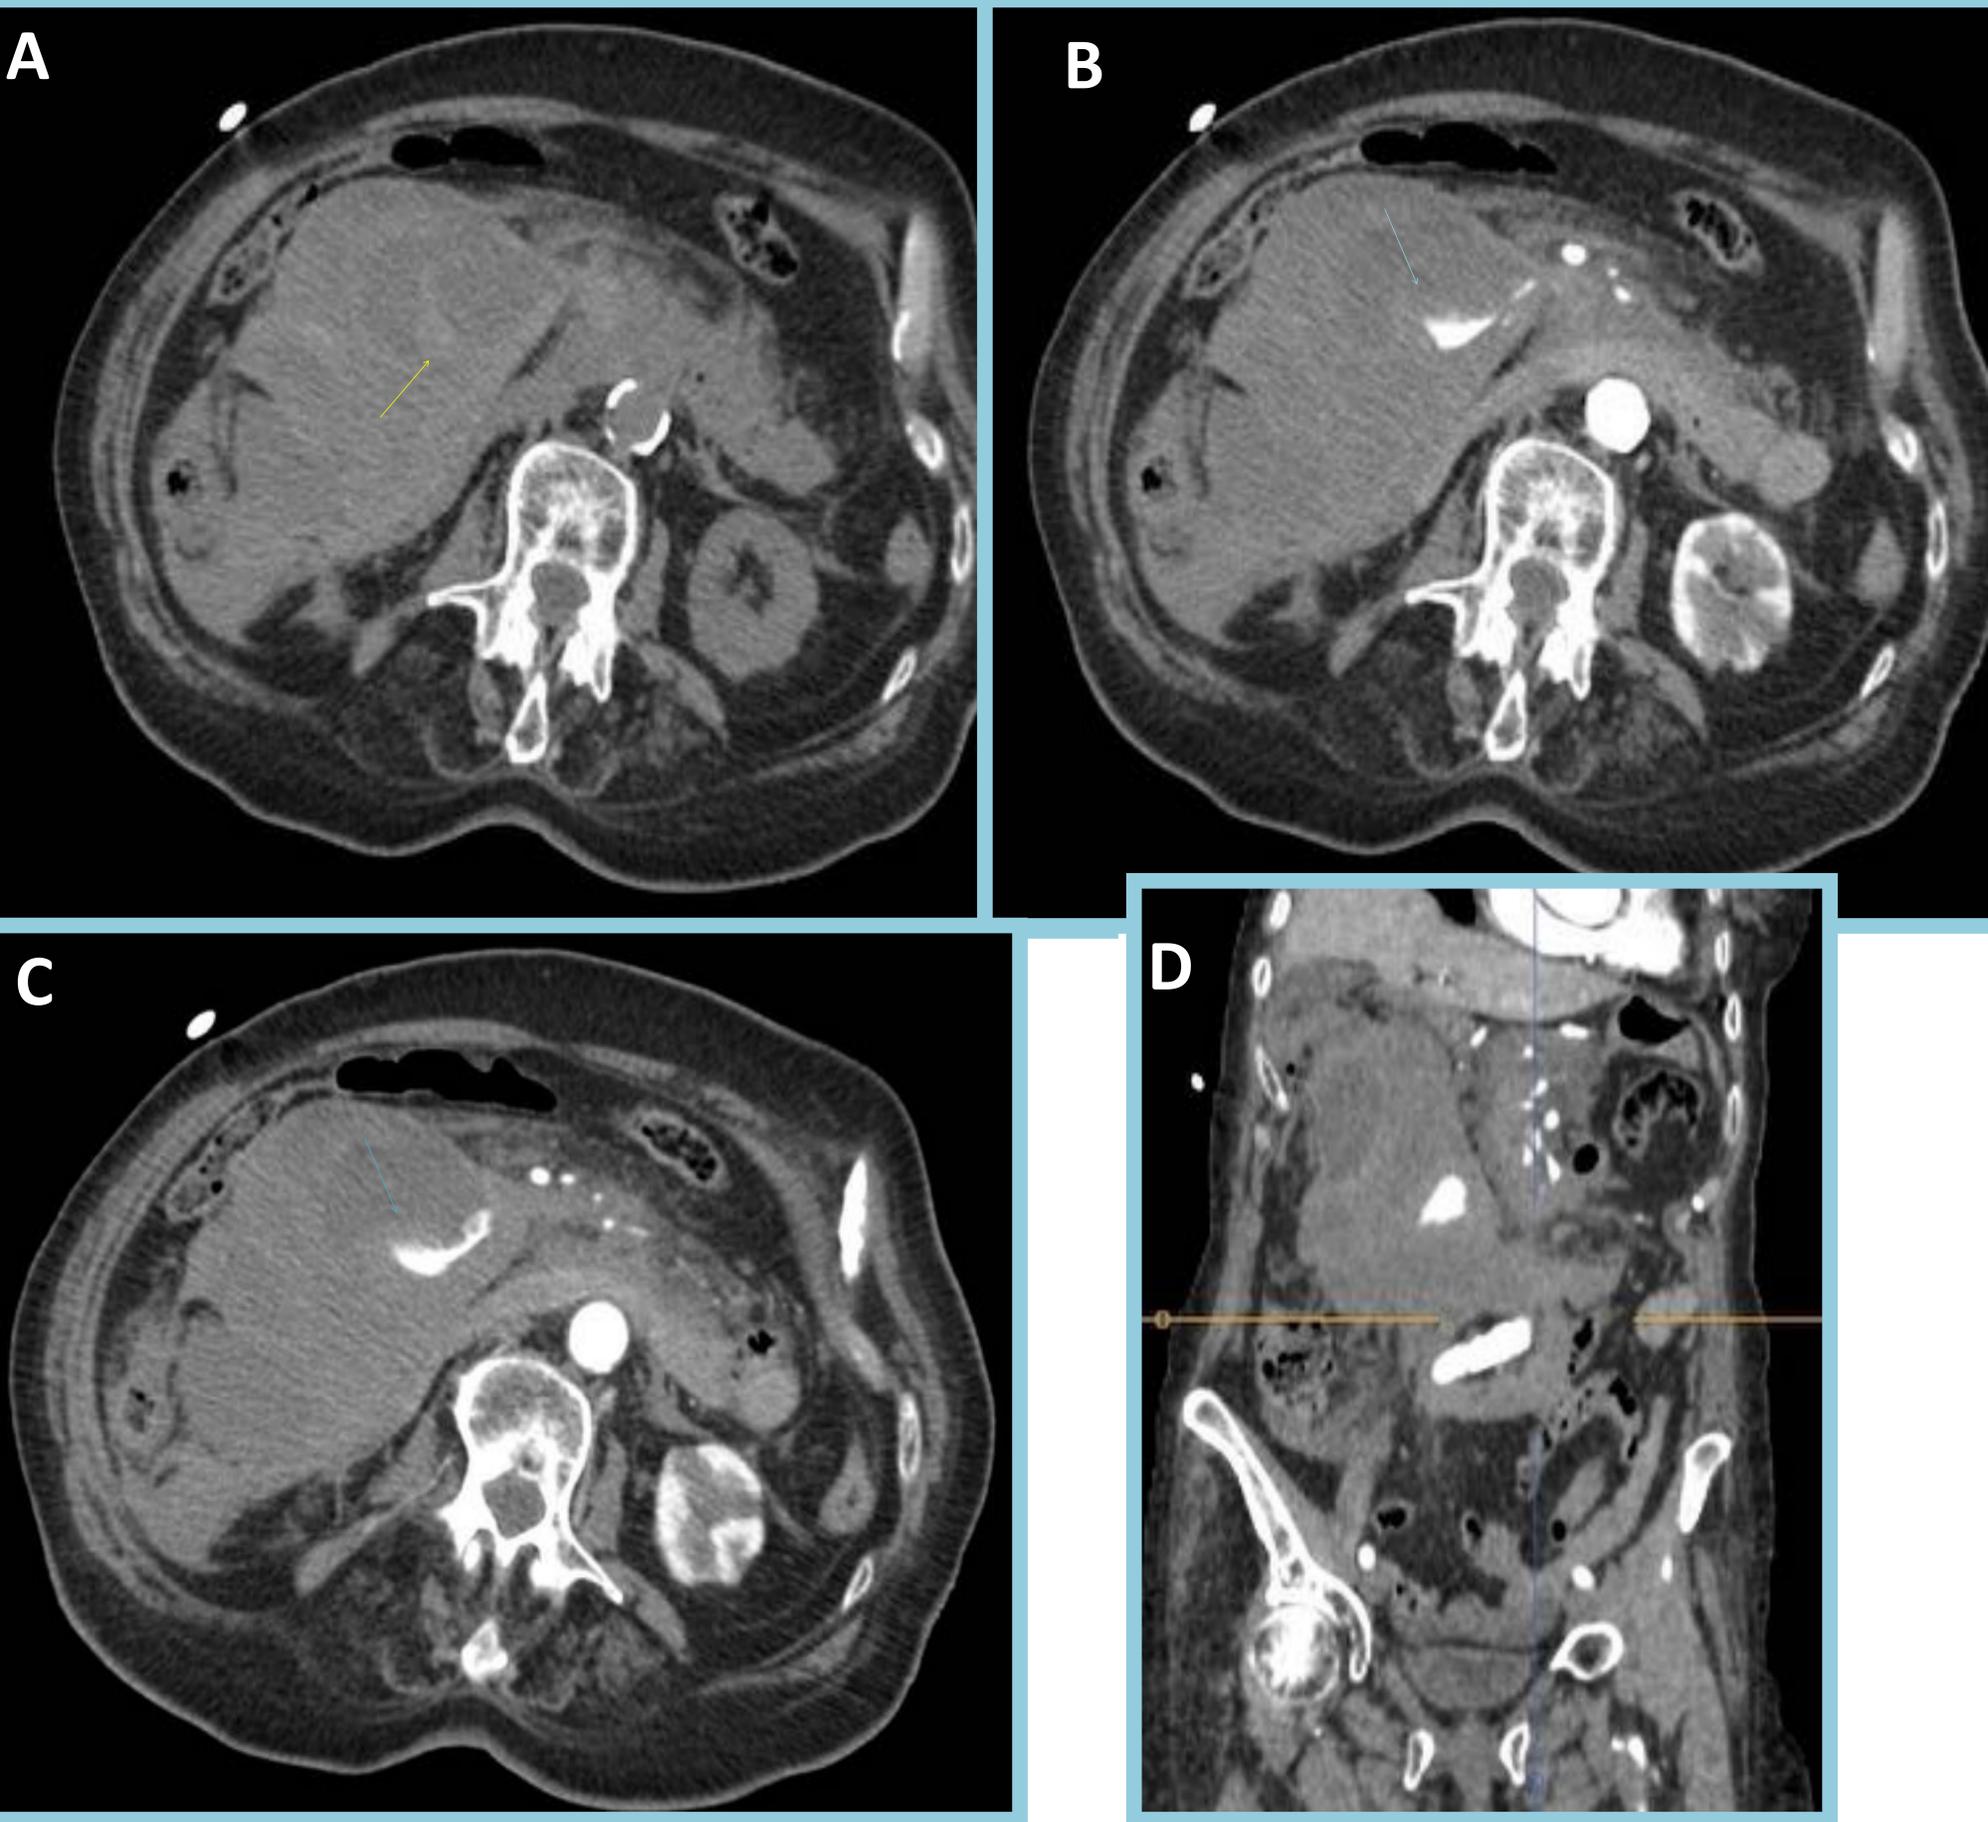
Protocolo de TC: Estudio con 3 fases:
